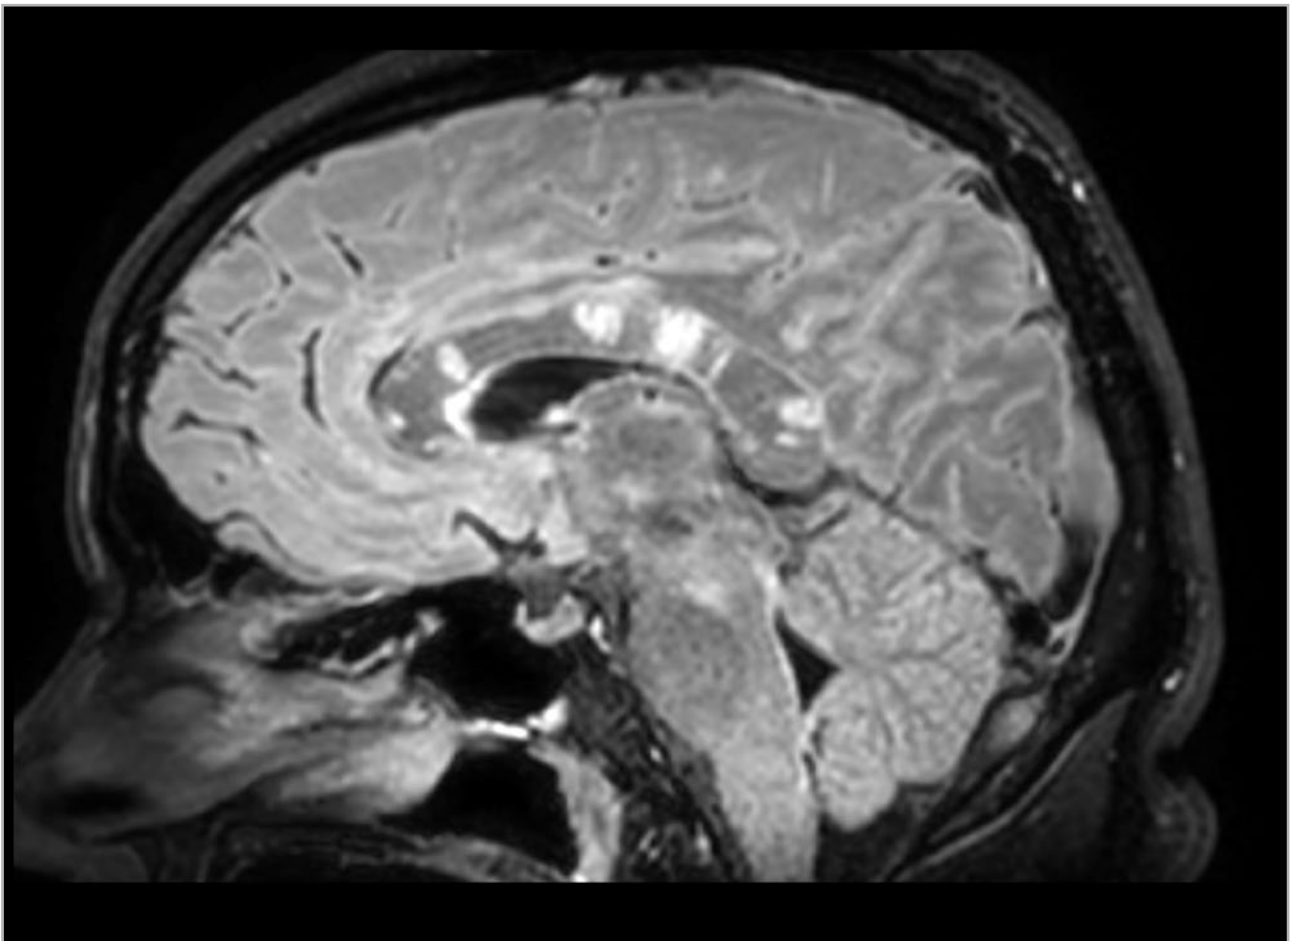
Resonancia magnética de cráneo.
